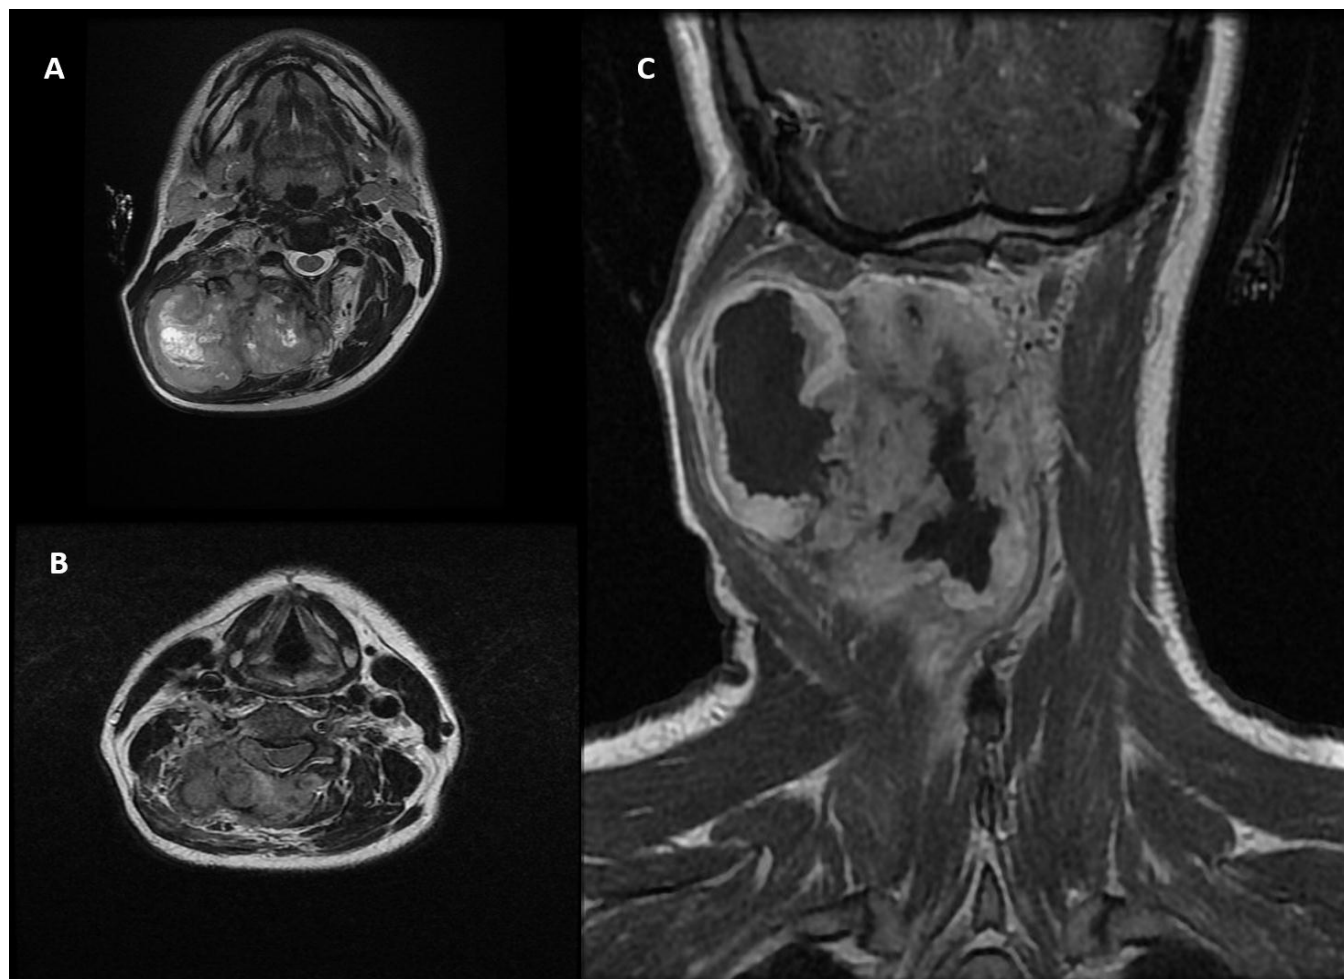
IRM cérébro-cervicale montrant un volumineux neurinome de C1 avec signe de malignité et envahissement des parties moelles extraforaminales
